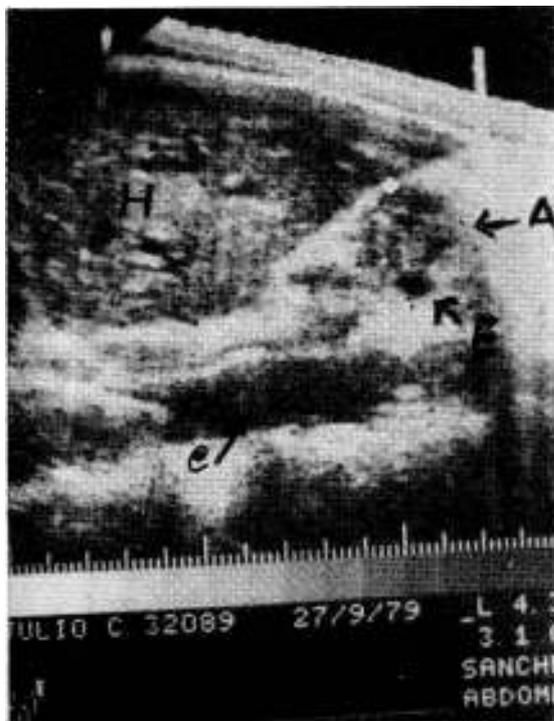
Ultrasonografía. Corte vertical; en la derecha de la placa, la cabeza del paciente. De la parte superior del corte, piel y celular, hígado (H) con canales dilatados. Por debajo del mismo (A) se observa una masa inhomogénea correspondiente a cuerpo de páncreas agrandado. E. corresponde a la vena esplénica y C a la vena cava.
